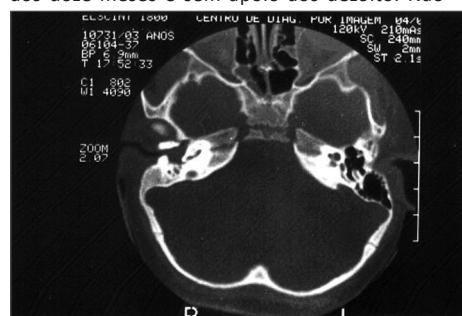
Tomografia computadorizada de ossos temporais corte axial: atresia dos condutos auditivos externos que se aprofundam, não chegando até o que seriam as membranas timpânicas. Perda da aeração das células e antro da mastoide e caixa do tímpano ocupadas por material com densidade de parte mole na orelha direita.
